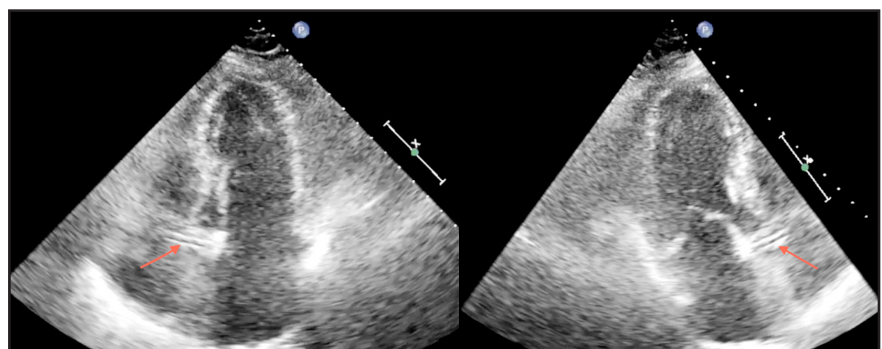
Vistas apicales de cinco y tres cámaras de ecocardiografía transtorácica.
